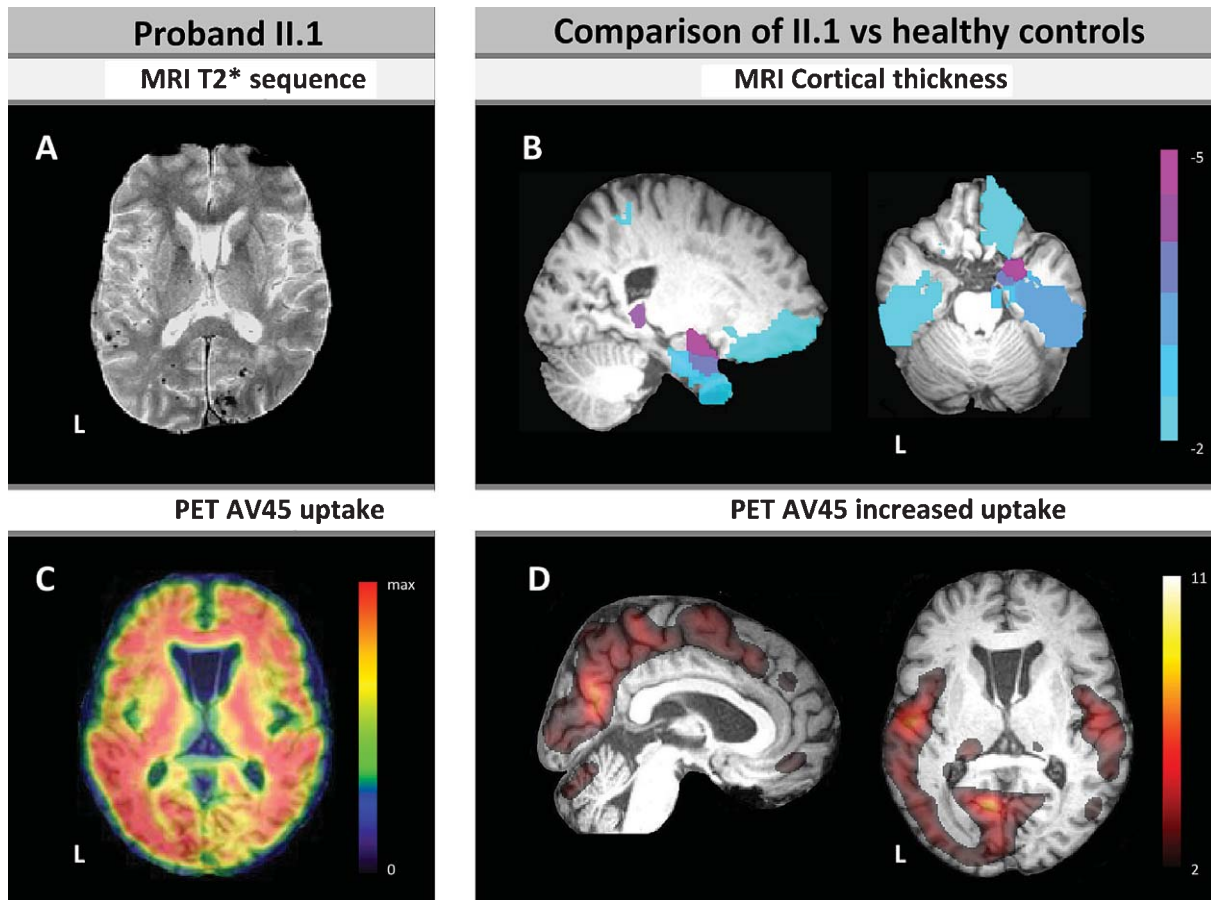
MRI and AV45-PET imaging. II.1's MRI T2* sequence (A) and AV45–PETscan examination (C). Comparison between II.1 and elderly healthy controls ($n = 11$) for cortical thickness (B) and AV45 uptake (D). II.1's cortical atrophy below -2 standard deviations and his amyloid higher retention above 2 standard deviations are shown. L = Left side.
